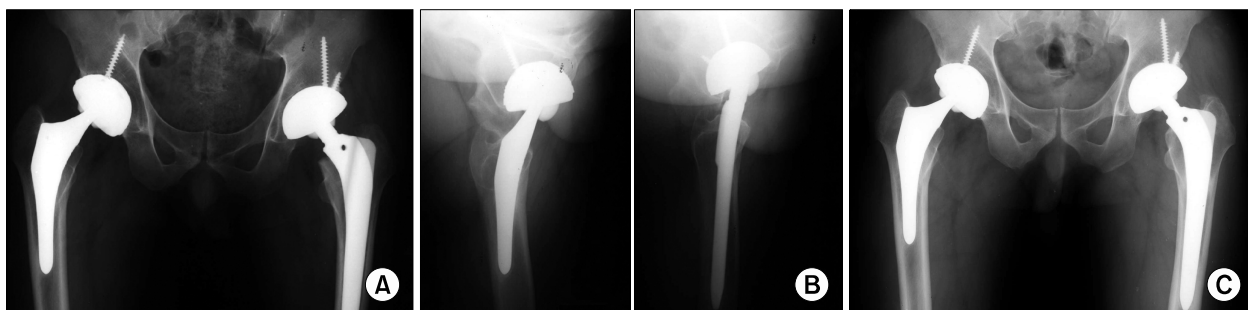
Fifty-six year old male underwent total hip arthroplasty with ceramic on ceramic bearing surface for avascular necrosis of the both femoral heads. Five years after THR, he complained of weir sound without pain in his right joint when he rose up from squatting position irregularly. Abduction angle of the acetabular cup was 34 degree on right side and 40 degree on left side (A). Anteversion was 30degree on right side and 15 degree on left side (B). There was no osteolysis and loosening signs on the 7 years follow-up radiographs (C).
